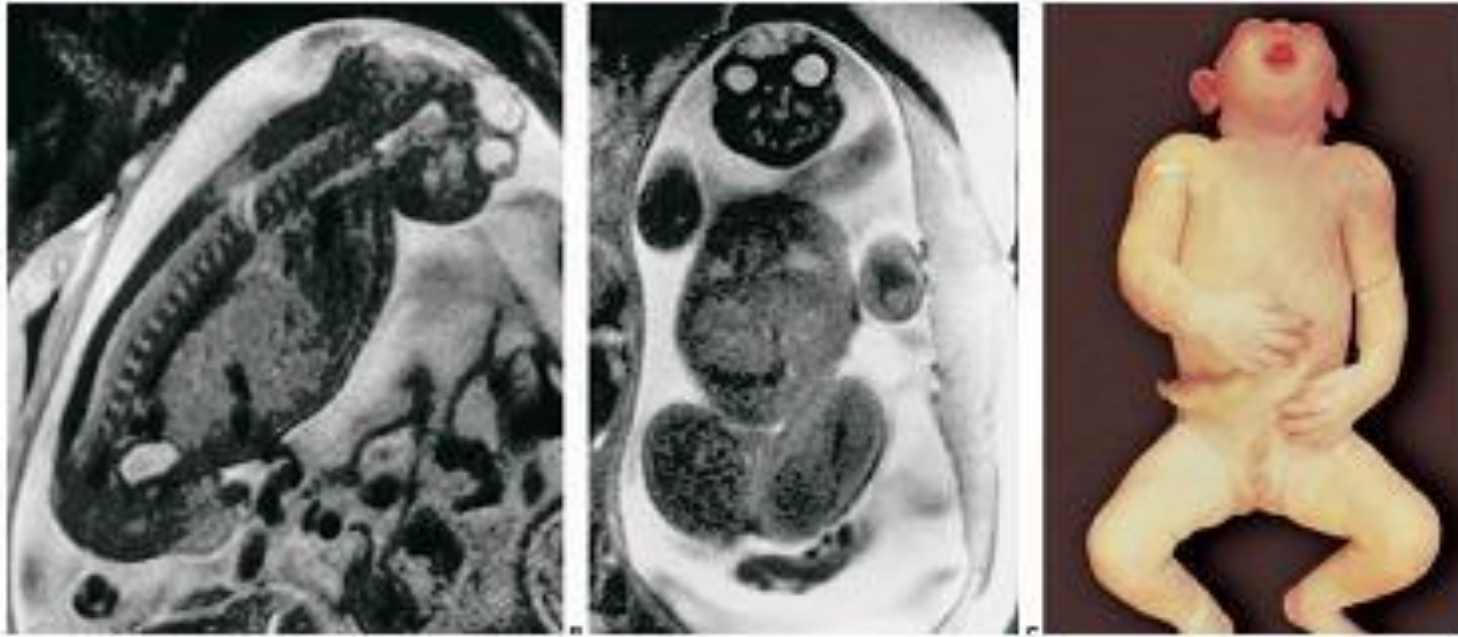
a,b,c: Sagittal and coronal view T2-weighted (33 weeks) showing anencephaly.
